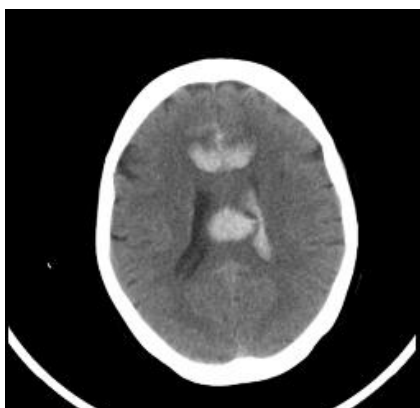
TC craneal sin CIV. Hematoma en cuerpo del cuerpo calloso.
